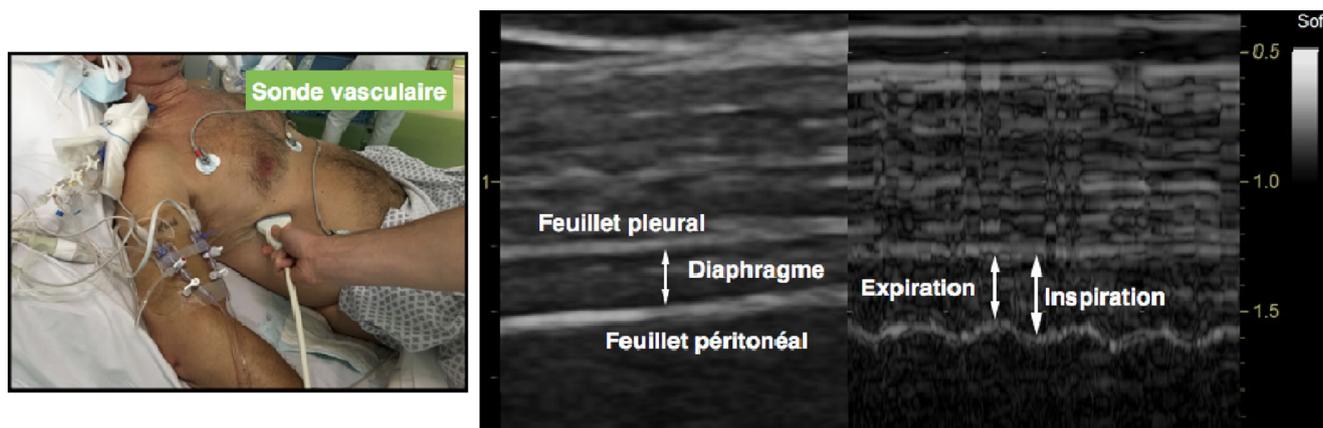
Réalisation d'une échographie diaphragmatique au lit du patient. La sonde est une sonde vasculaire (8–10 MHz). L'image en fenêtre axillaire permet de mesurer l'épaisseur diaphragmatique et la fraction d'épaississement à l'aide d'une exploration en mode Temps-Mouvement en général dans le 9^e ou le 10^e espace intercostal. La fraction d'épaississement est égale à (Épaisseur téléinspiratoire – Épaisseur téléexpiratoire) / Épaisseur téléexpiratoire, exprimée en pourcentage
